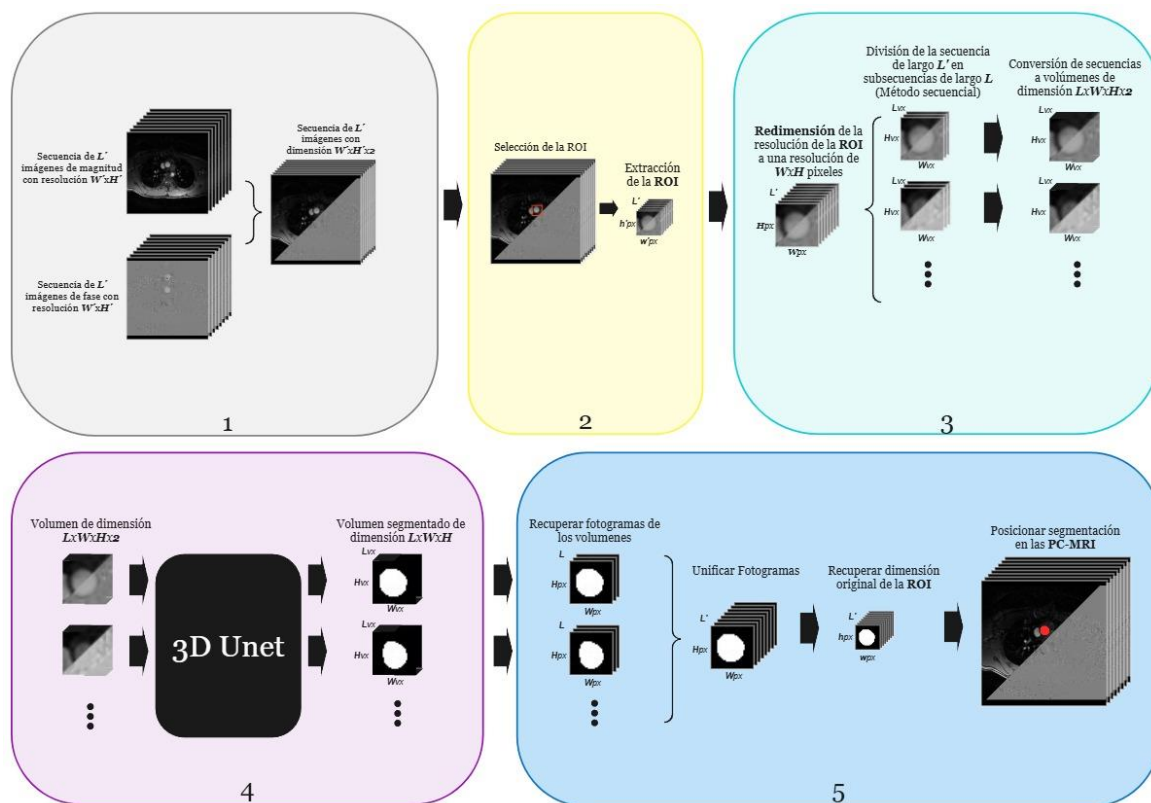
Framework de segmentación de secuencias 2D PC-MRI utilizando el modelo 3D U-Net. Fuente: Elaboración propia.
